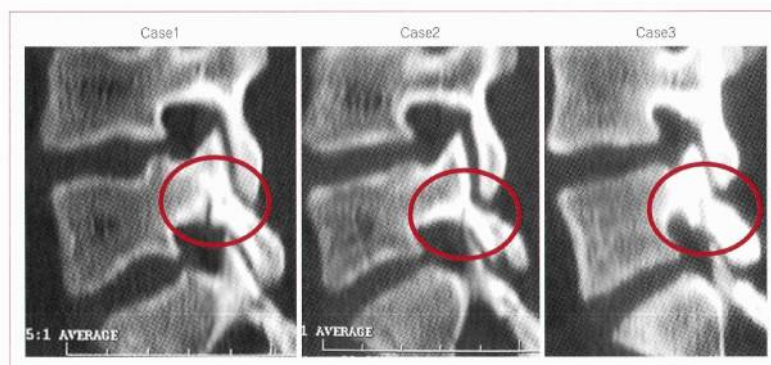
▶ 不全分離症の sagittal reconstruction CT 像
